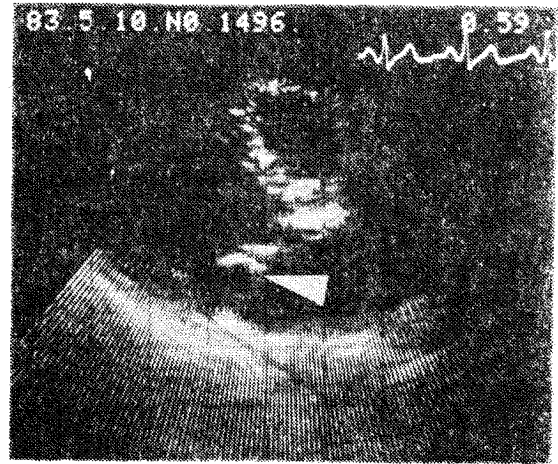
Two-dimensional echocardiographic pattern of posterior mitral leaflet prolapse(arrow).
